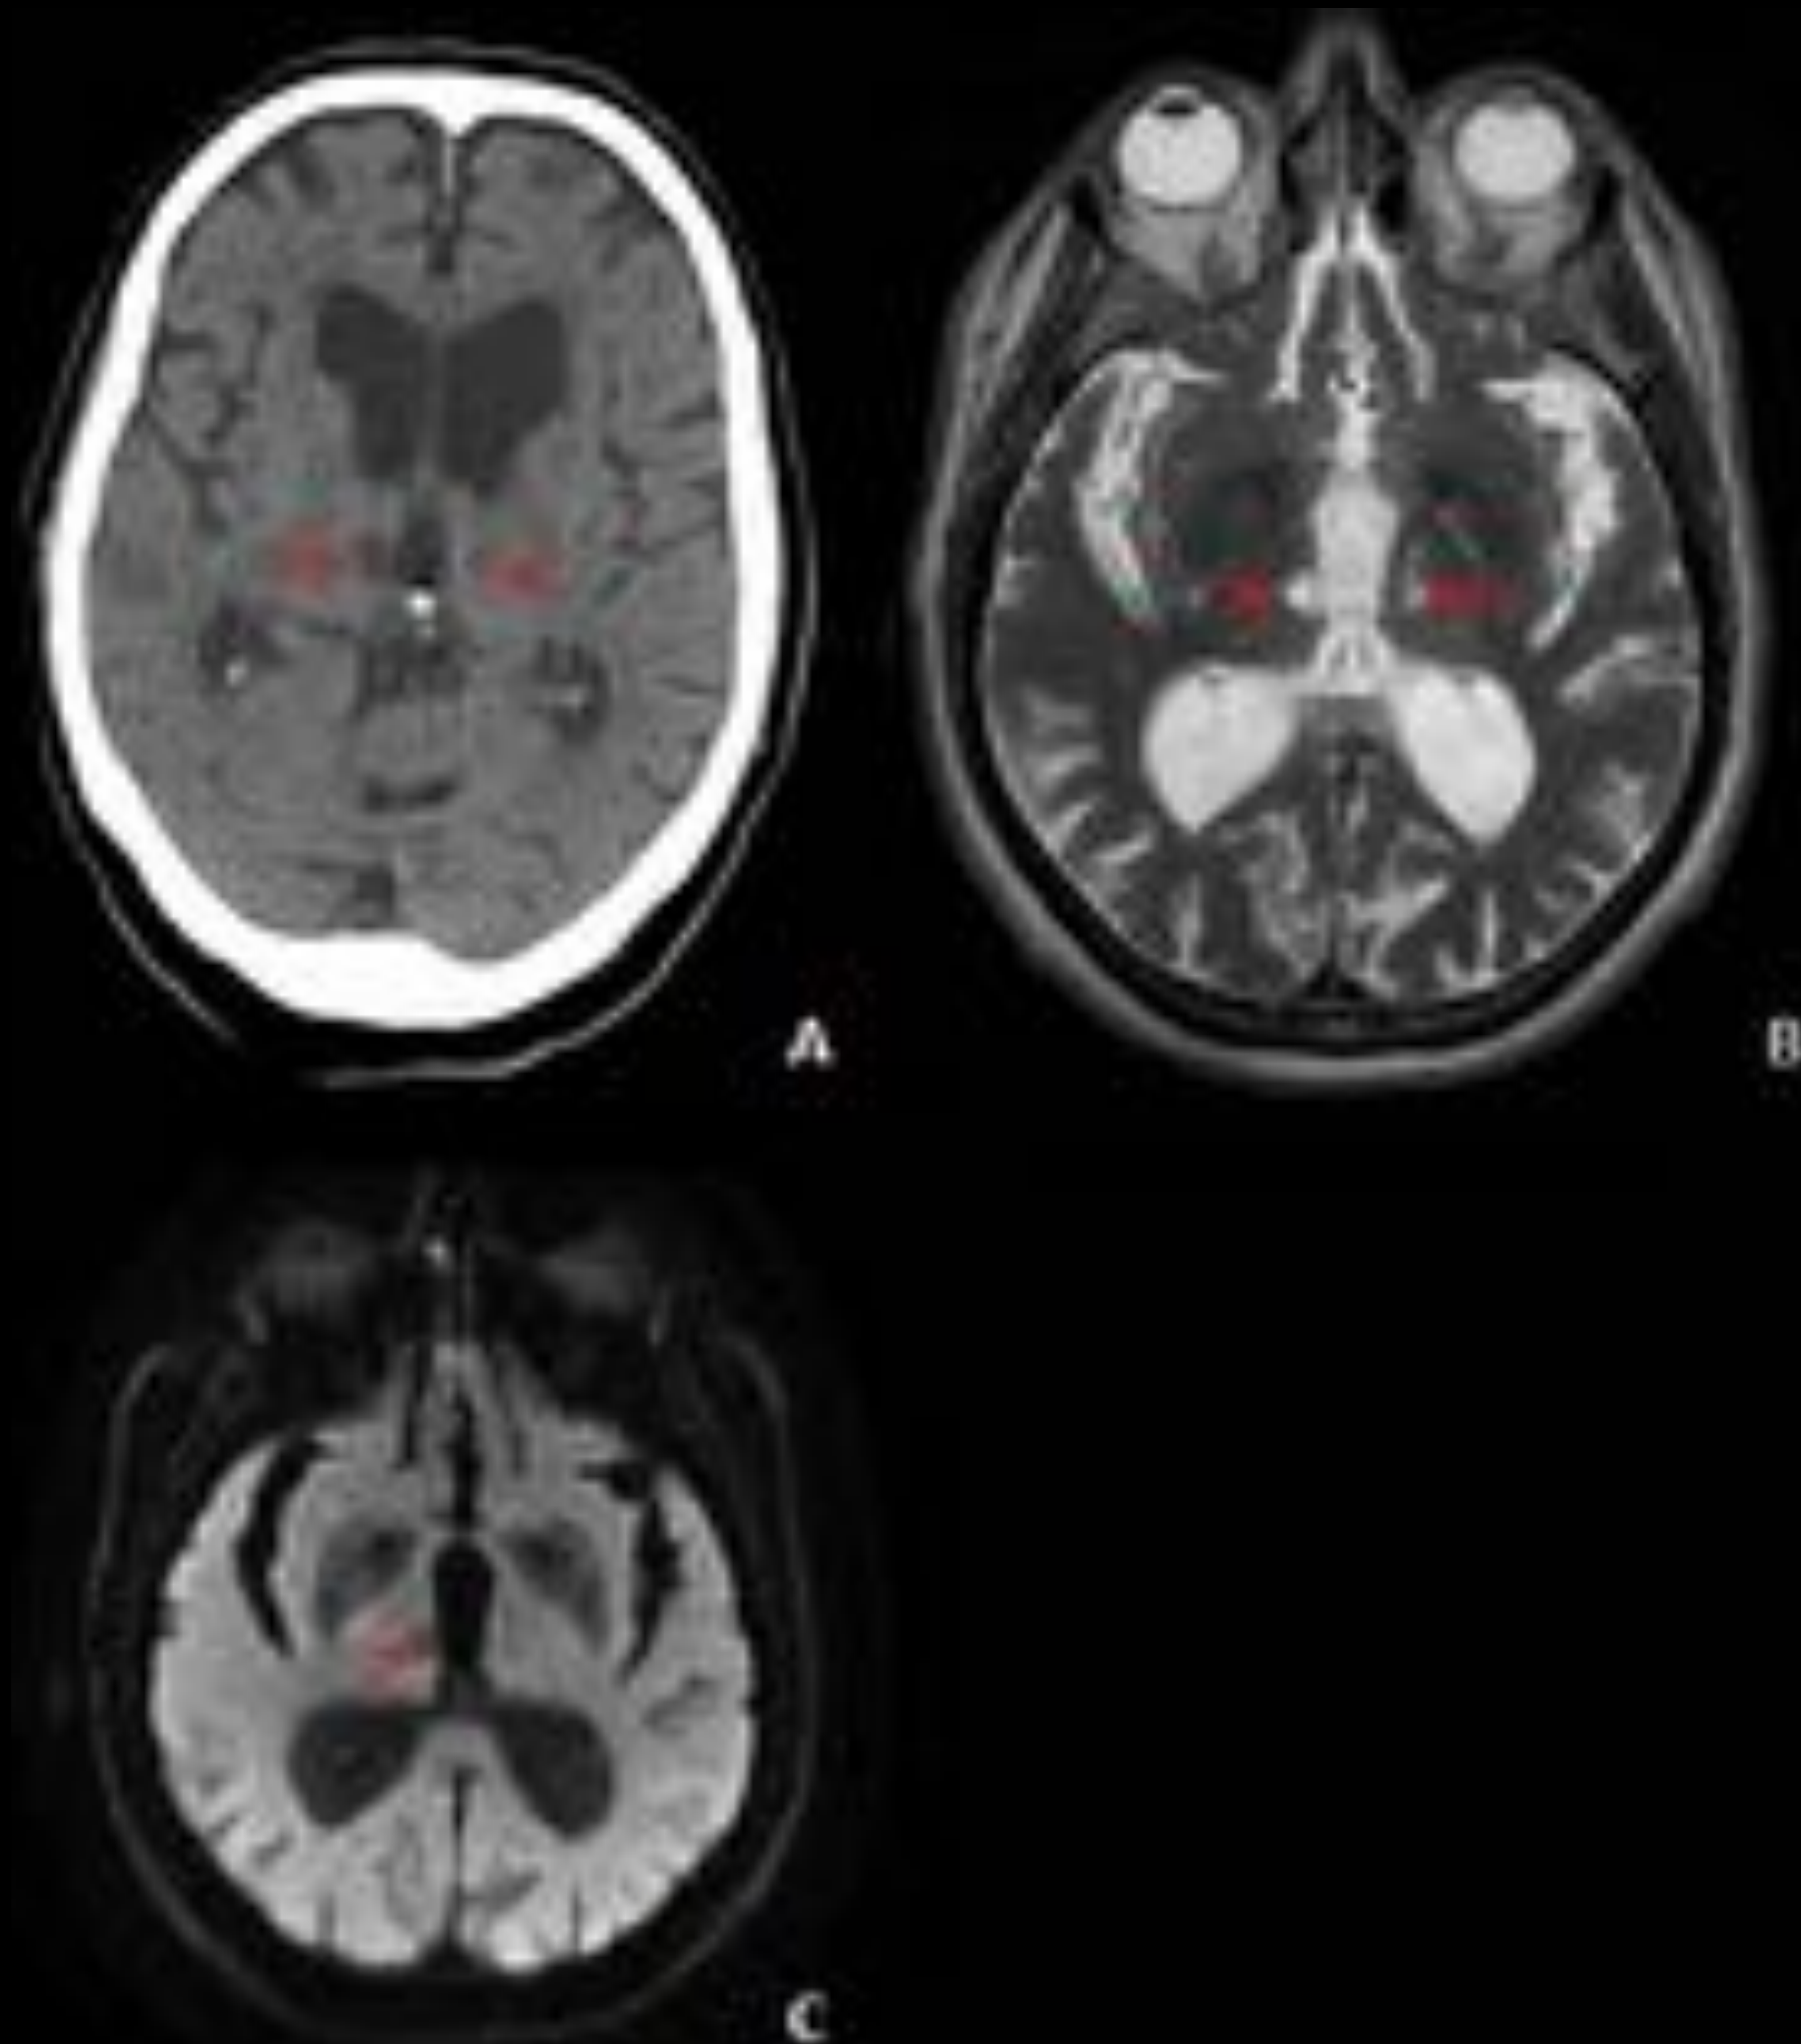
Paciente de 84 años múltiples factores de riesgo cardiovasculares, en estudio por alteraciones conductuales y de la memoria. En estudio de TC (A) dilatación del sistema ventricular. Lesiones hipodensas talámicas bilaterales, de predominio en el lado derecho. En estudio de RM lesiones hiperintensas (flechas rojas) talámicas bilaterales asimétricas paramediales en Axial T2 (B), hipointensas en DWI (C). Hallazgos que sugieren infartos lacunares crónicos en territorio dependiente de la arteria de Percherón.
